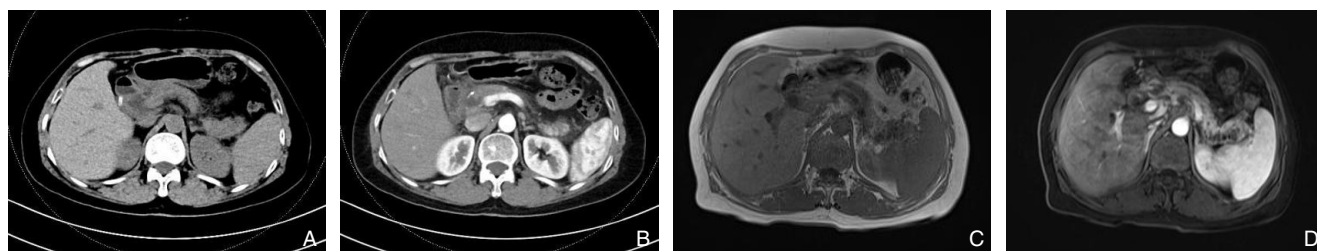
术前影像学资料 A：术前CT平扫可见胰体尾部囊状扩张；B：术前CT增强可见胰腺体尾部可见多发小片状低密度灶，囊状扩张；C-D：术前MRI增强可见胰腺尾部呈多囊样改变，囊壁、分隔持续强化
